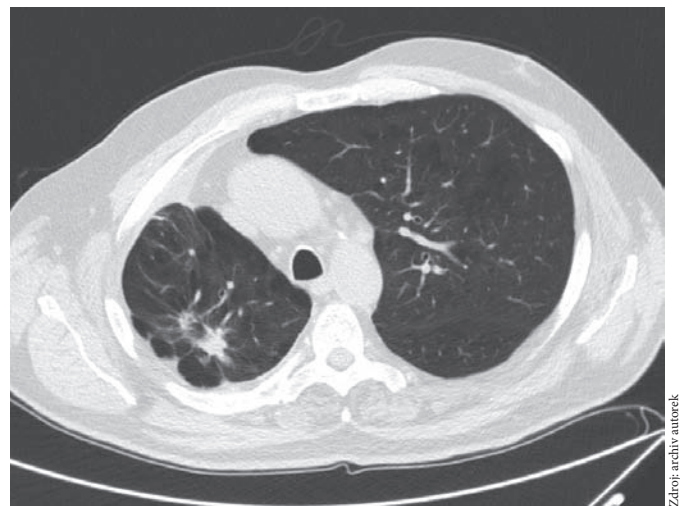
CT hrudníku v době zahájení léčby první linie (červen 2013)
